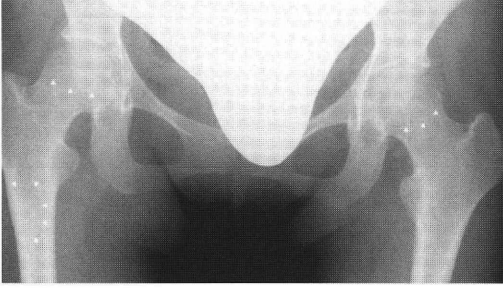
当科初診時(1995年10月). 両股単純X線正面像
